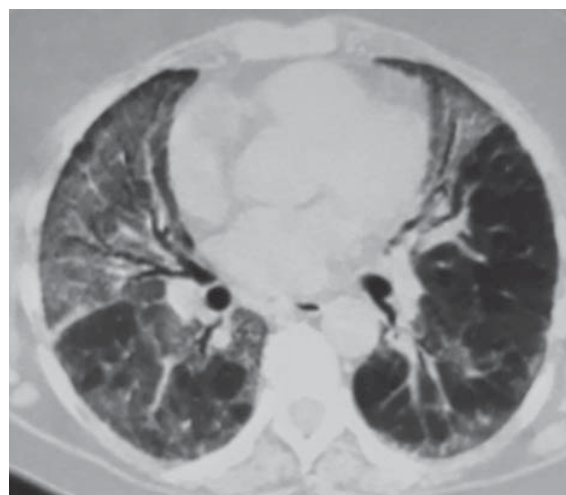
КТ пацієнтки З. від 14.07.2020: потовщення легенево-го інтерстицію переважно в периферичних та субплевральних відділах на тлі дифузного ущільнення паренхіми по типу матового скла
